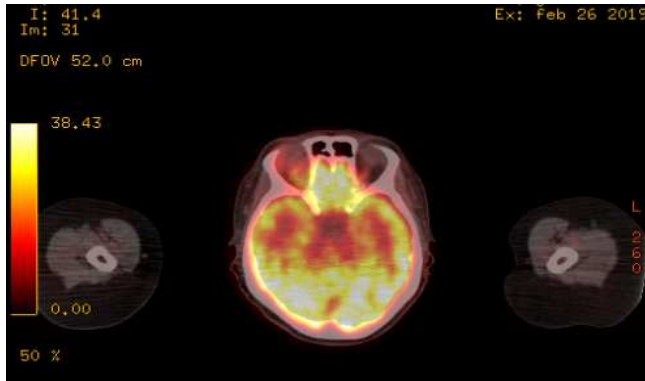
PET-Scan que muestra área hipermetabólica en órbita derecha.
